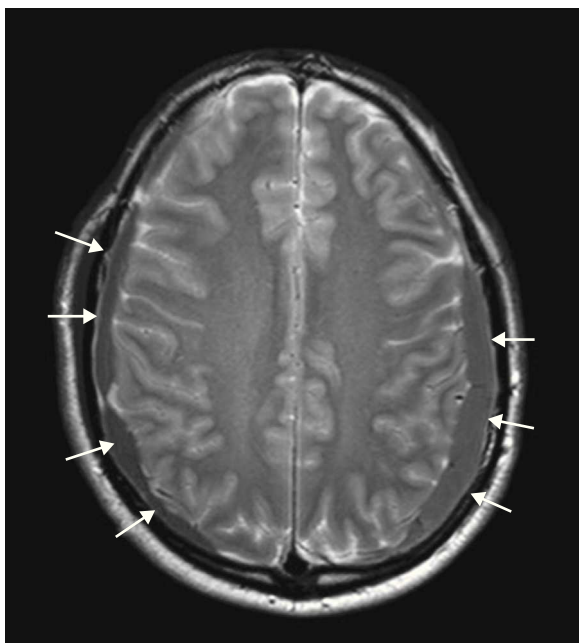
Corte de resonancia magnética cerebral en el que se aprecia hematoma subdural bilateral parieto-occipital (flechas blancas).
